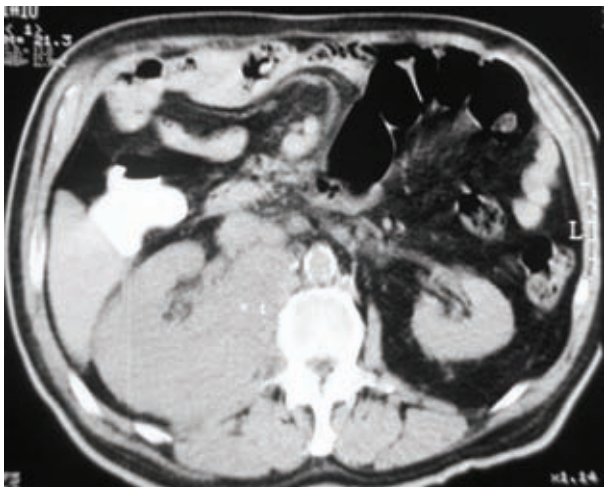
Tomografía axial computada de abdomen simple.
